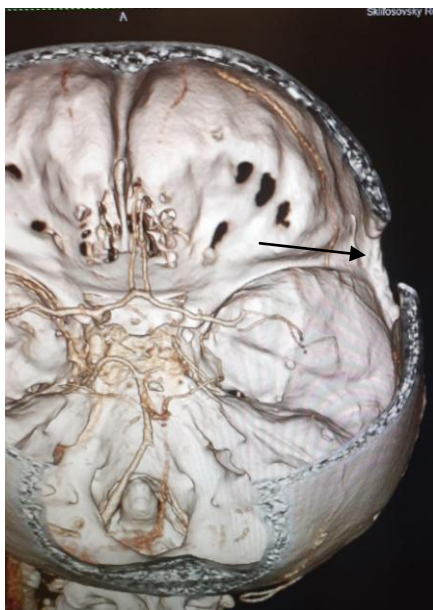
Мультиспиральная КТ – ангиограмма нефункционирующего ЭИКМА справа пациента Т. через 4 года после выполнения операции. Визуализируется тромбоз правой поверхностной височной артерии (стрелка)
